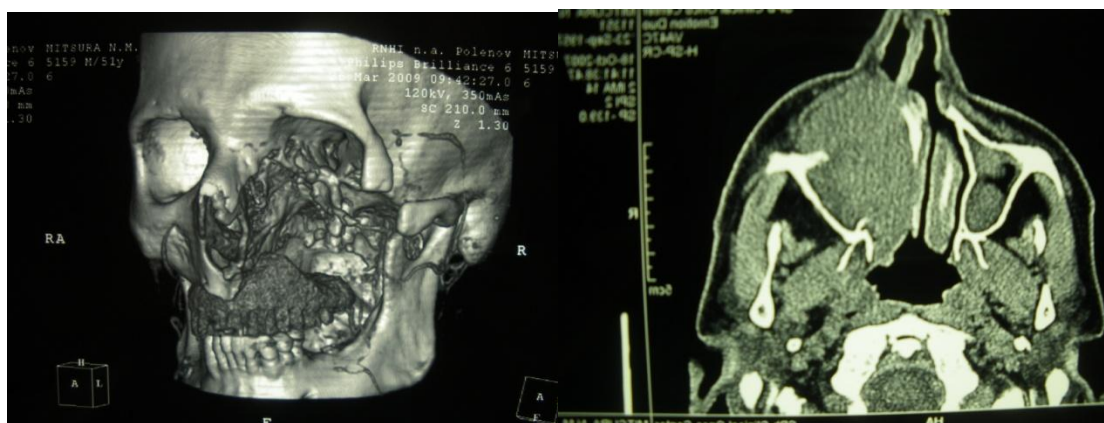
СКТ головы пациента М. с опухолью левой гайморовой пазухи с распространением в полость носа, орбиту, решетчатую пазуху
